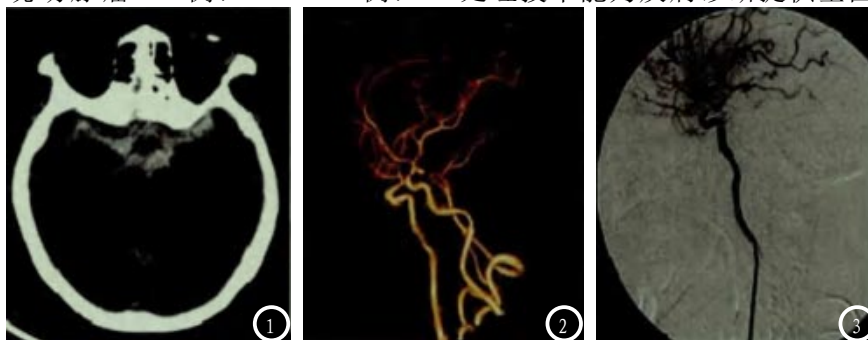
患者女, 年龄49岁。图1 CT平扫, 鞍上池及环池可见高密度出血影, 图2 减影CTA示左侧颈内动脉床突段动脉瘤, 图3 DSA证实图2所示动脉瘤。
